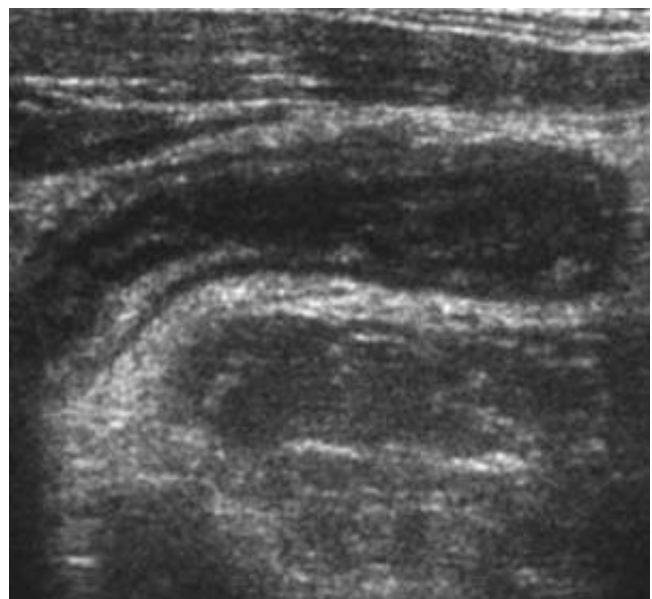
Ultrasonografia în caz de apendicita acută cu presiune gradată evidențiază apendicele inflammat (morfofopatologic – apendicita flegmonoasă). US din colecția dr. S.Puiu.
